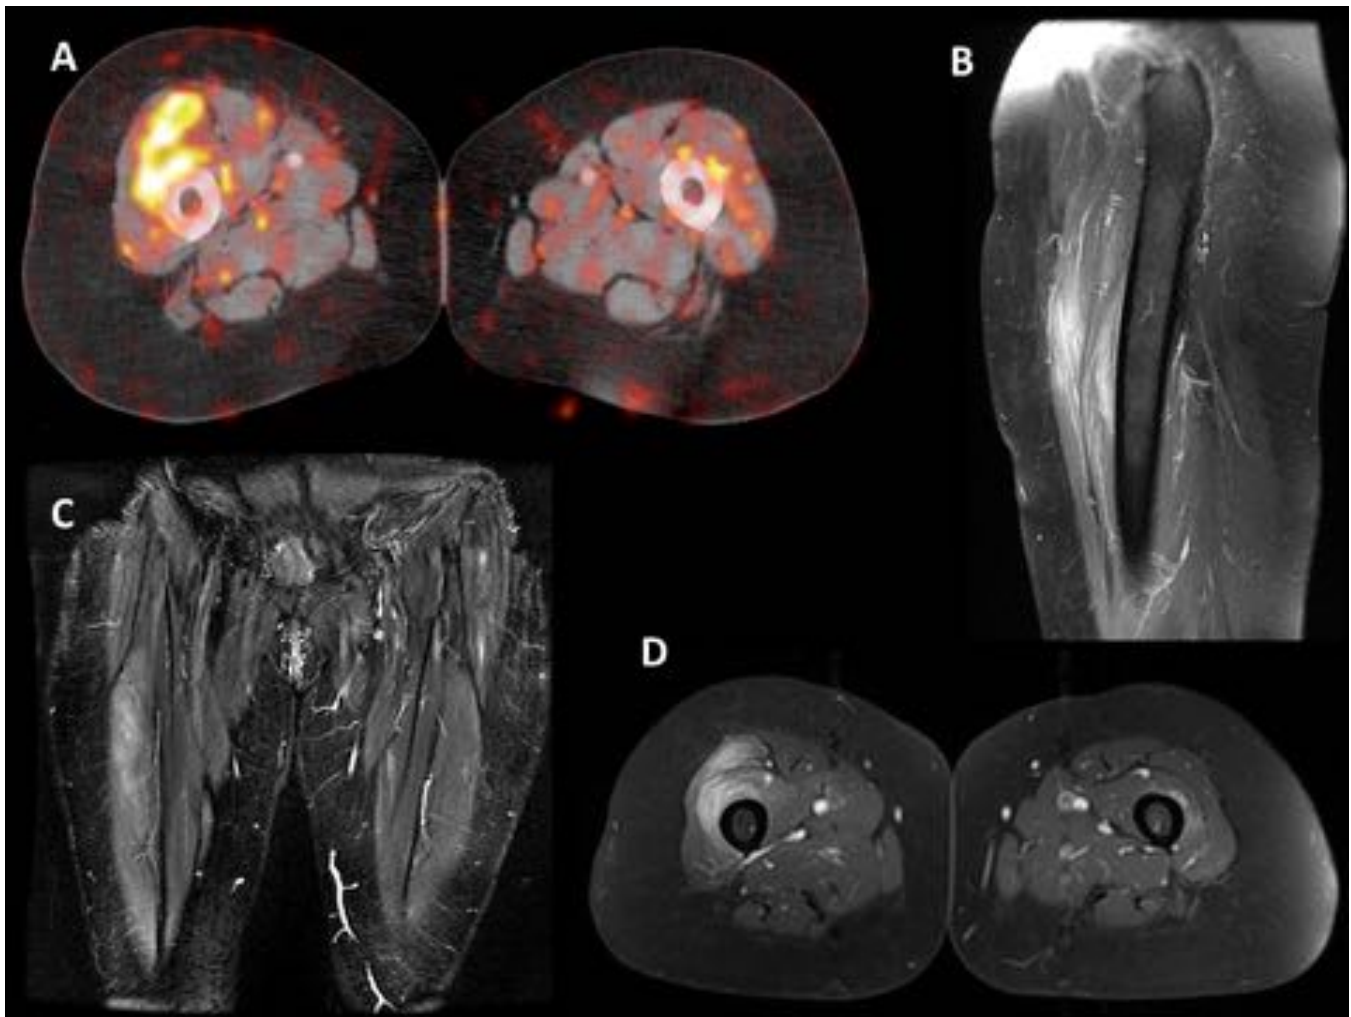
18FDG-PET/TC Verdadero positivo. Paciente mujer de 62 años con LDCGB en estadio IV. El PET/TC muestra captación significativa de 18FDG en el músculo cuádriceps derecho (A). La paciente es estudiada con RM que muestra aumento de la intensidad de señal en la secuencia STIR coronal (C) y realce focal en secuencia T1 tras administración de gadolinio (B, sagital y D, axial). Finalmente, la infiltración del cuádriceps por linfoma se confirmó con biopsia.
